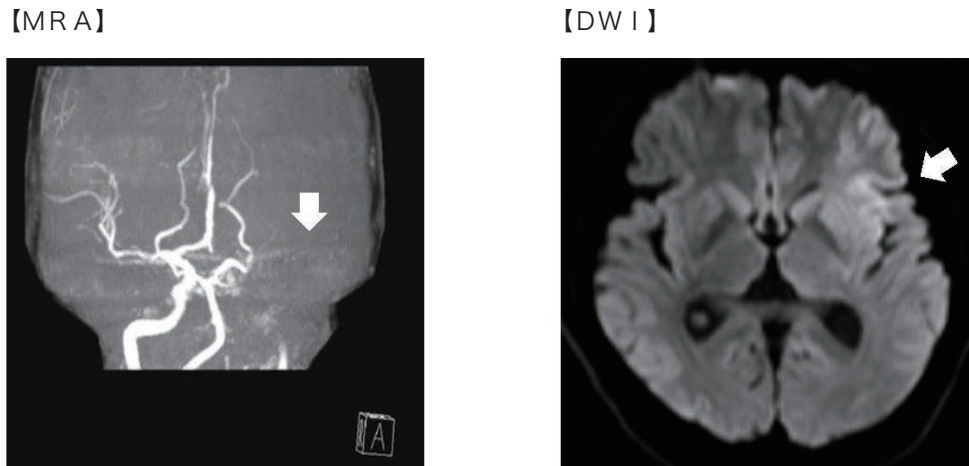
急変時MRI所見（磁気共鳴血管撮影および拡散強調画像）
